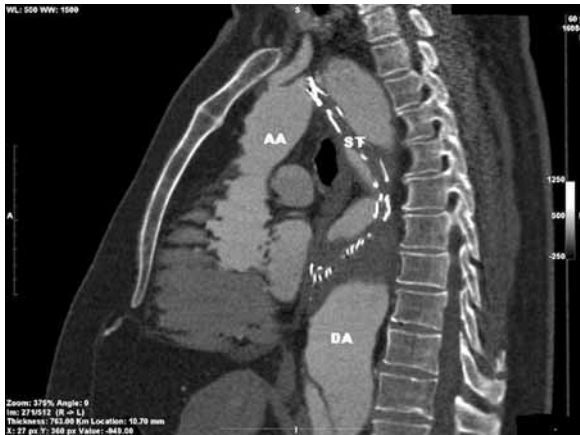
Complete stentgraft collapse at 3-month follow-up CTA. AA — ascending aorta, DA — descending aorta, ST — stentgraft
